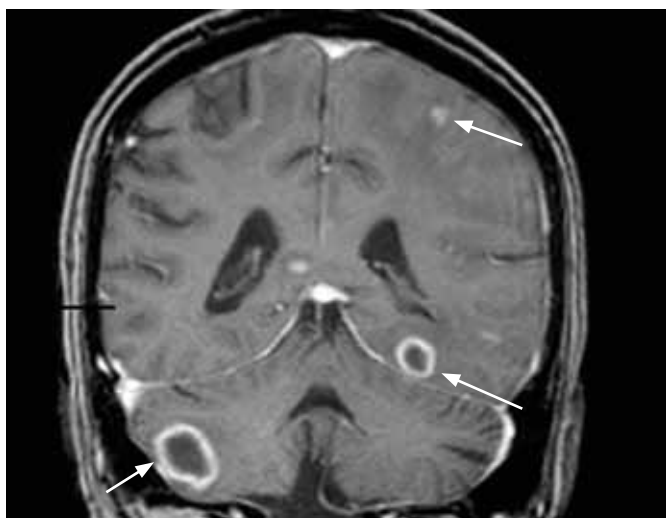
Imagem da primeira RM-CE efectuada durante o internamento, em corte frontal. É possível visualizar a existência de lesões compatíveis com abscessos cerebrais – setas.
